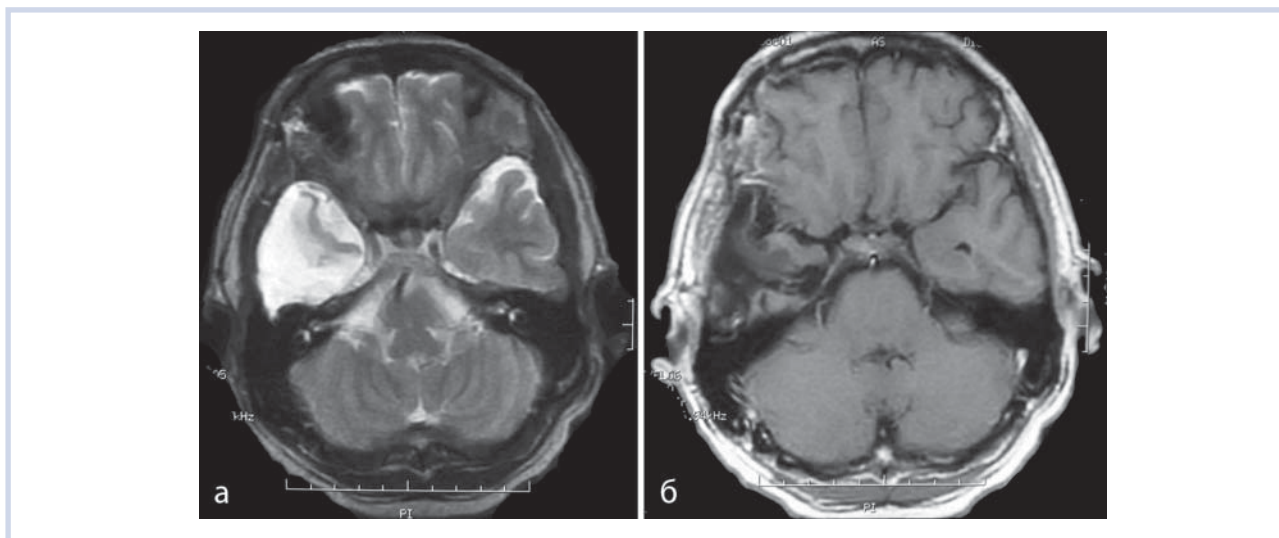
Контрольные МРТ в аксиальной проекции (больной Б.).
